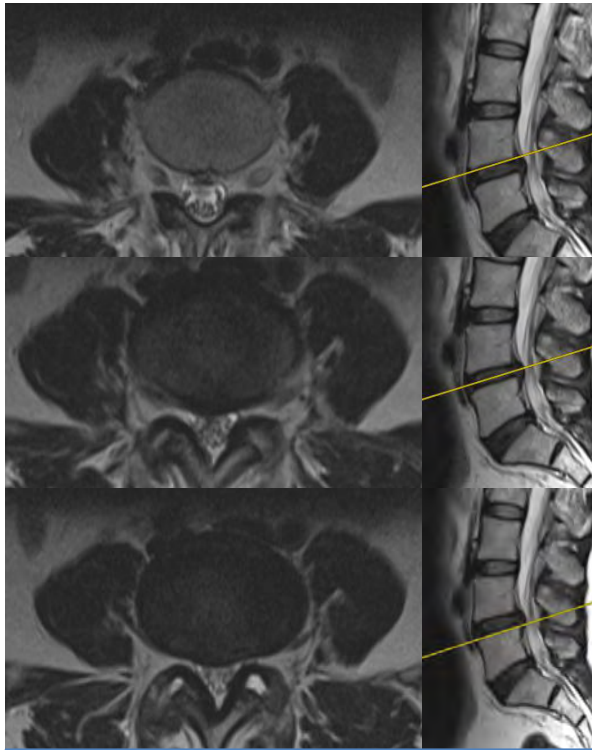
Abombamiento simétrico en un paciente a nivel de L4-L5 en RMN, Fuente: Servicio de Imagenología Hospital General Xoco.
